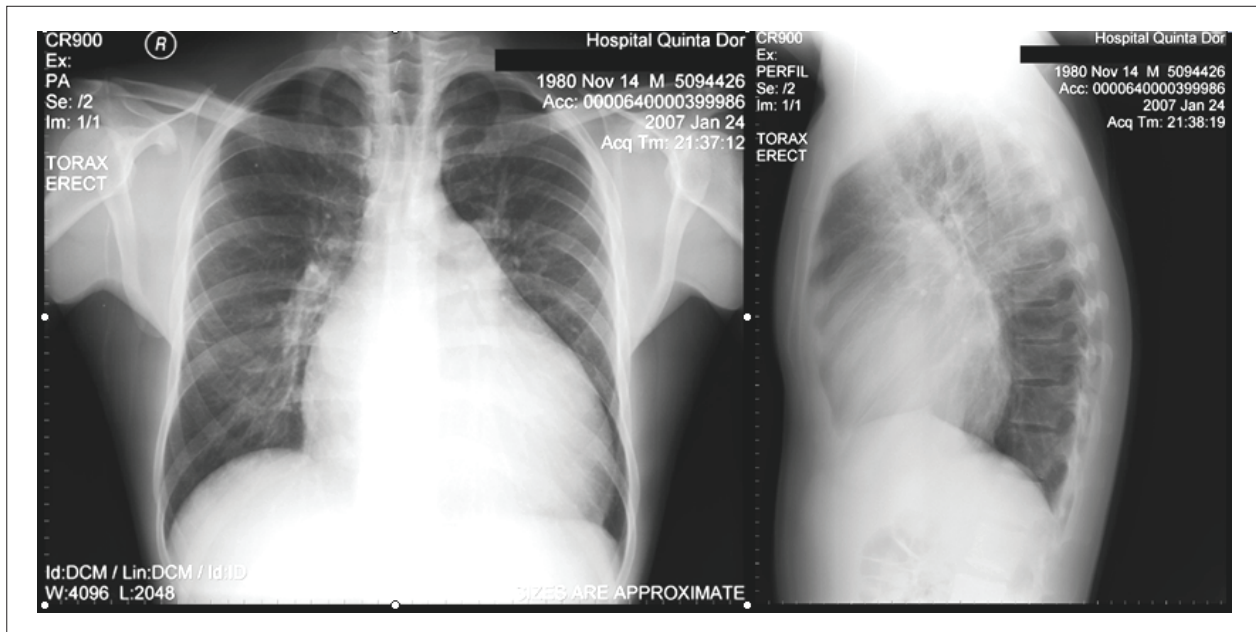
Radiografia de tórax em PA e perfil mostrando grande aumento da área cardíaca.
